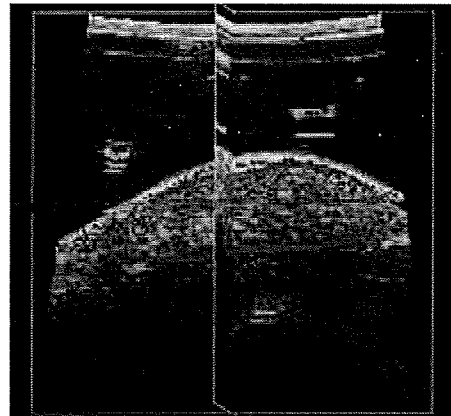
ナノバブルと超音波を用いた肝腫瘍内部の血管構造。
